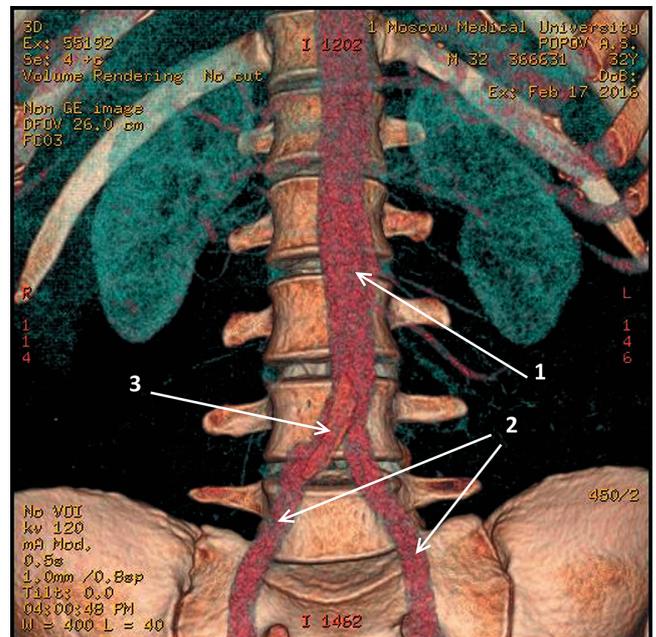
Мультиспиральная компьютерная томограмма органов брюшной полости с 3D-реконструкцией после операции: 1 – аорта; 2 – правая и левая общие подвздошные артерии; 3 – синтетическая заплата. Визуализируется заплата по переднелевой стенке правой общей подвздошной артерии с переходом на бифуркацию аорты
